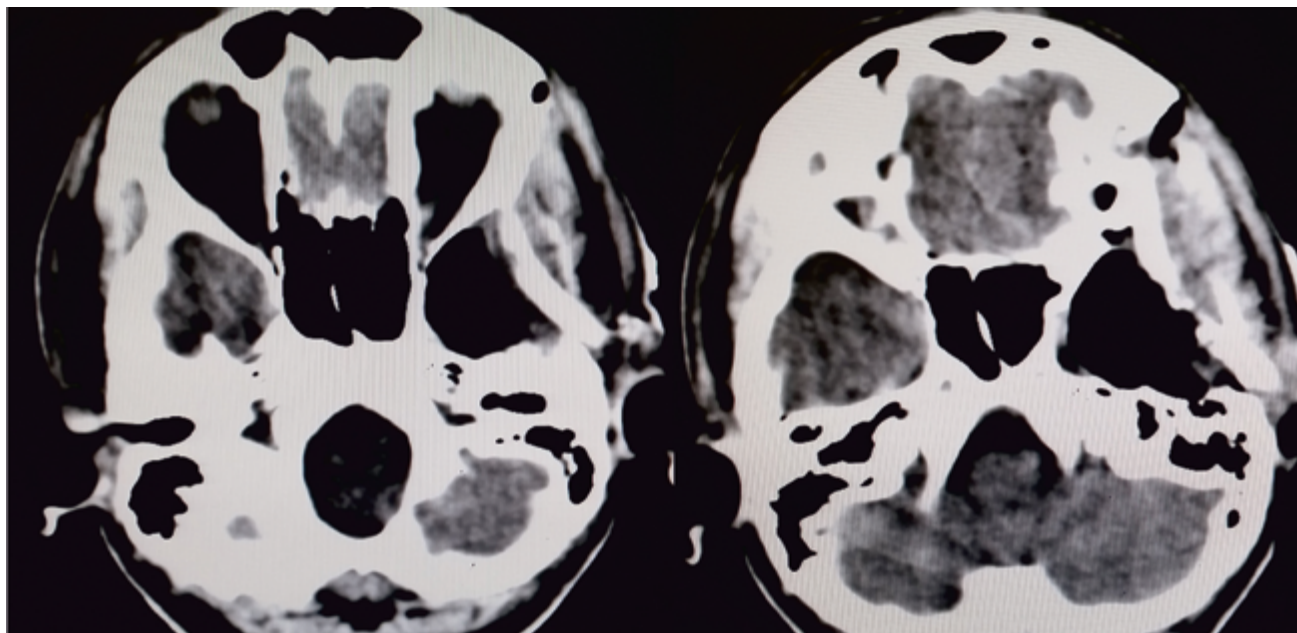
СКТ головного мозга на 1-е сутки после передней височной лобэктомии и амигдалгиппокампэктомии слева
